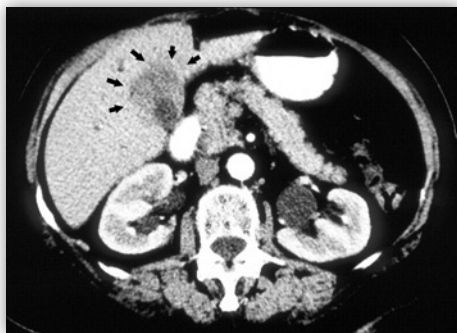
TC abdominal en el que se observa una neoformación de la vesícula biliar (VB) que infiltra el hígado adyacente (flechas).
